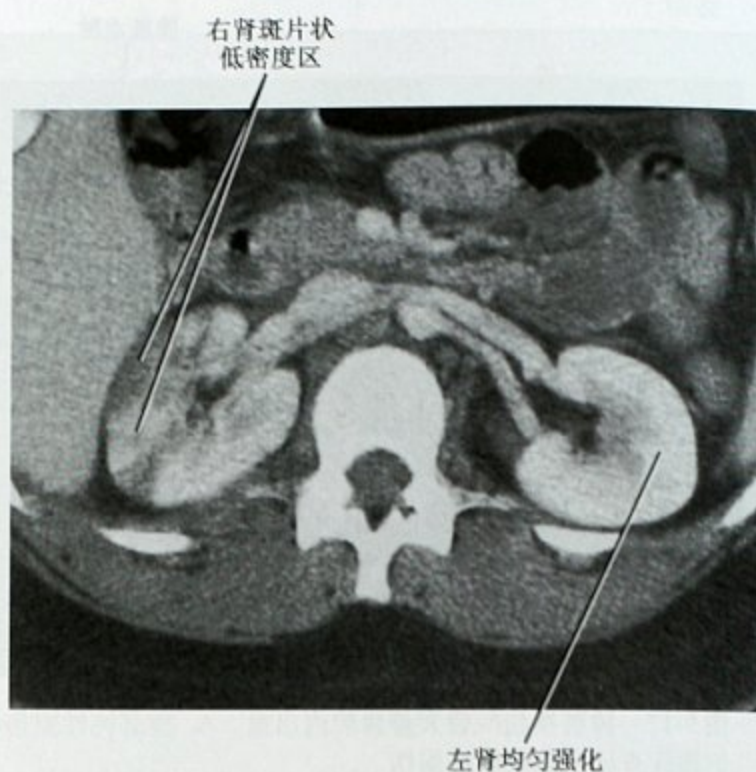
腹部钝性暴力损伤患者,增强CT横断面显示右肾典型的肾挫伤,可见斑片状低密度区,患者有镜下血尿。第二天,CT随访发现右肾已基本正常,未见撕裂伤或血肿
